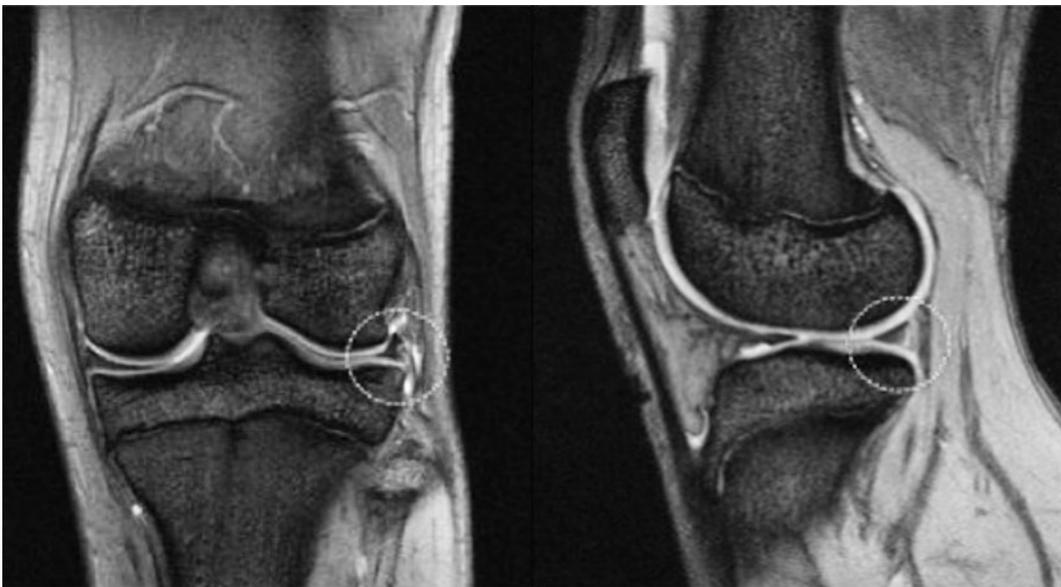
症例2, 14歳男子中学生. MRI T2強調画像.
